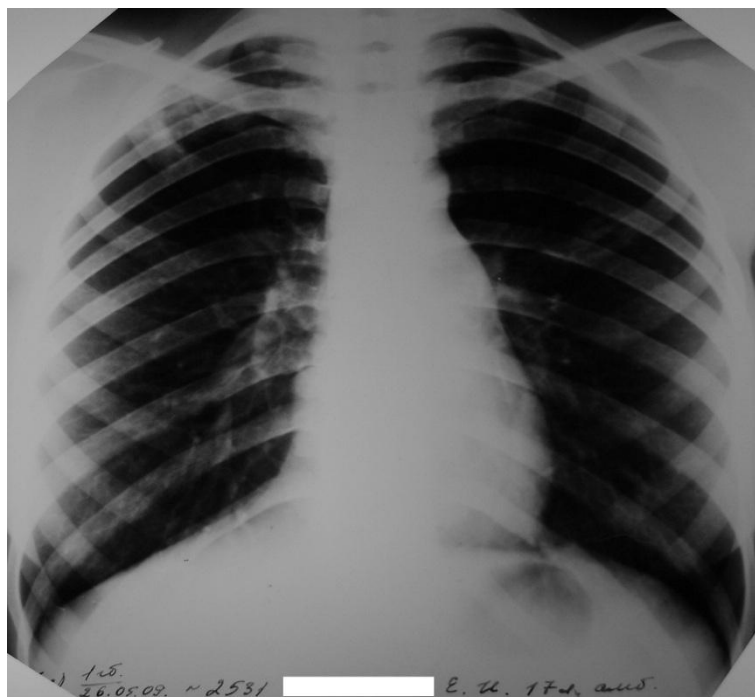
Обзорная рентгенограмма пациентки 3. при поступлении.
